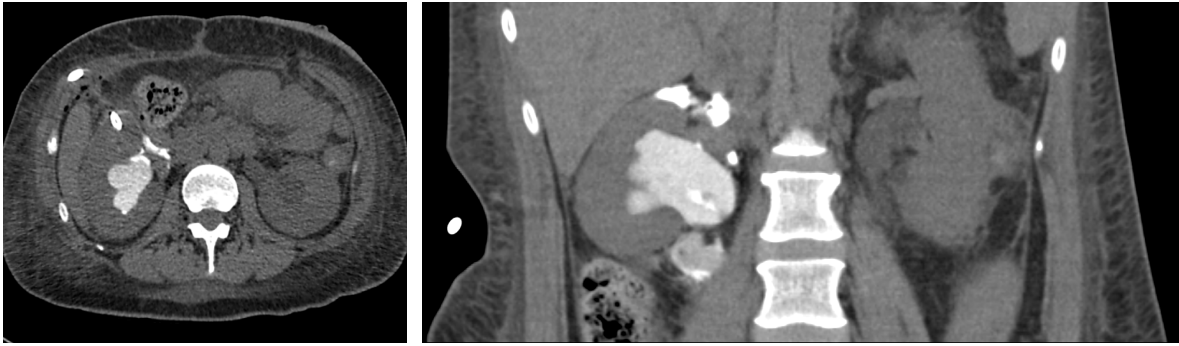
Paciente femenino de 40 años de edad con diagnóstico de uropatía obstructiva derecha secundario a cáncer de recto, con colocación de sonda de nefrostomía percutánea derecha guiada por TC, presentando como complicación fuga del medio de contraste.
